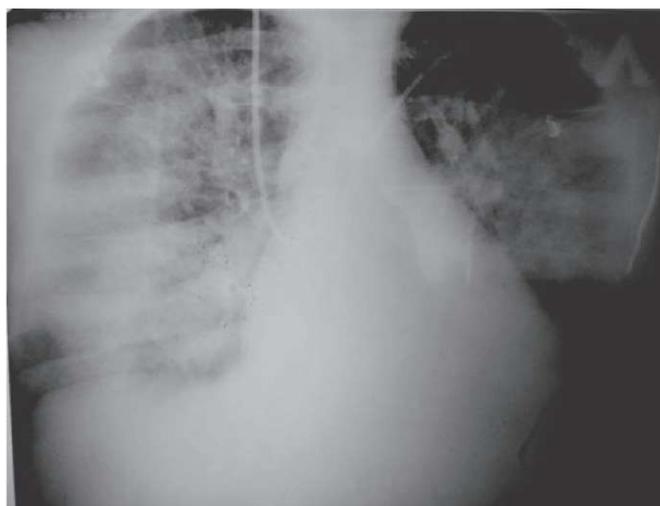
Рентгенограмма больного Н. (объяснения в тексте)
